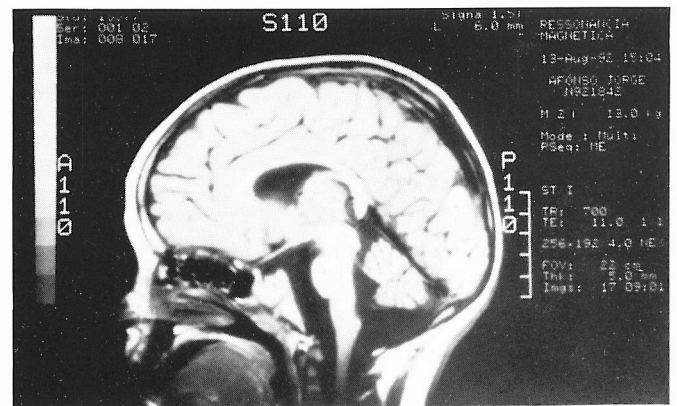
RMN: atrofia cerebelosa evidente em corte sagital.
